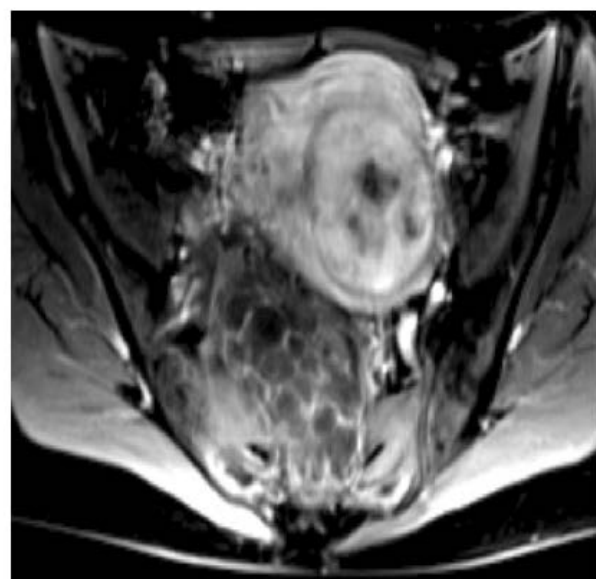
Cystadénome mucineux. Une femme de 37 ans qui a présenté une pression pelvienne et une plénitude. Une grande masse pelvienne a été trouvée à l'examen pelvien. L'échographie montre une masse homogène d'aspect kystique avec des bords lisses. (18)
